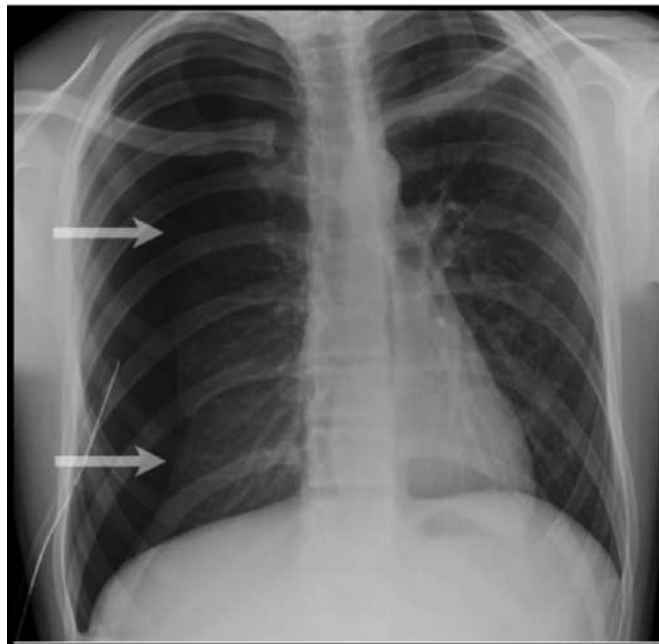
Une radiographie thoracique de face objectivant un pneumothorax partiel apical droit*
